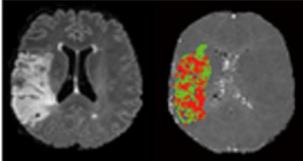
Image anatomique et analyse des régions lésions à partir d'une mesure de l'œdème cérébral chez un patient 10 jours après un traumatisme crânien (TC) grave.
